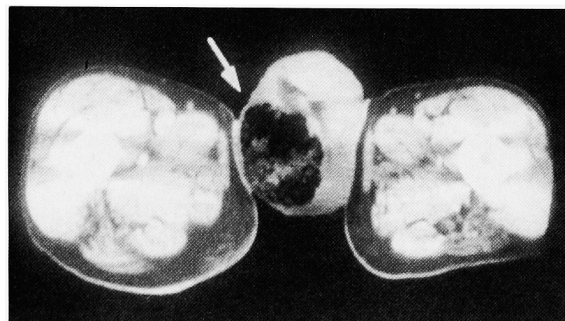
Computed tomography revealed an air density mass in the scrotum.
